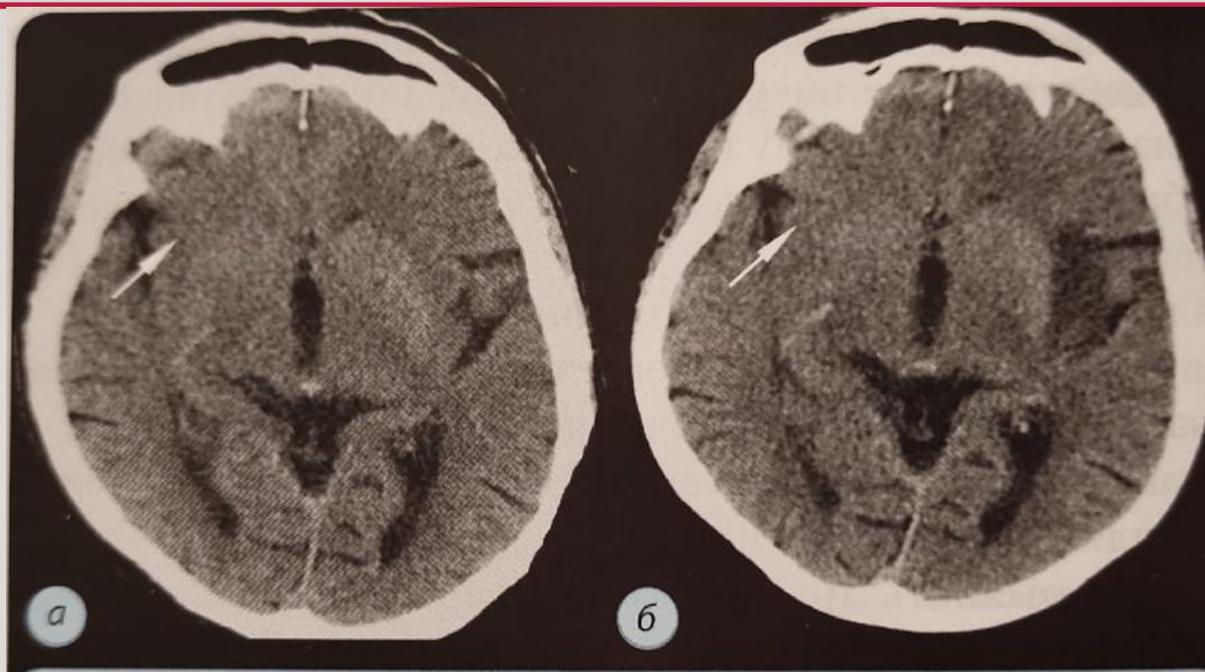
Симптом утраты очертаний границы между серым и белым веществом в области подкорковых ядер правого полушария головного мозга. КТ, третьи сутки заболевания: а; б — острая фаза инсульта (стрелка)
